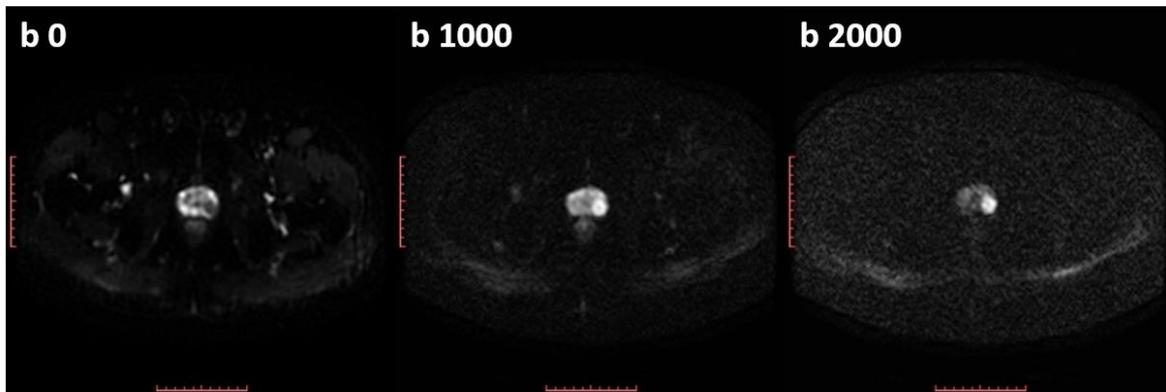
Adquisición de DWI con valores  $b$  0, 1000 y 2000.
